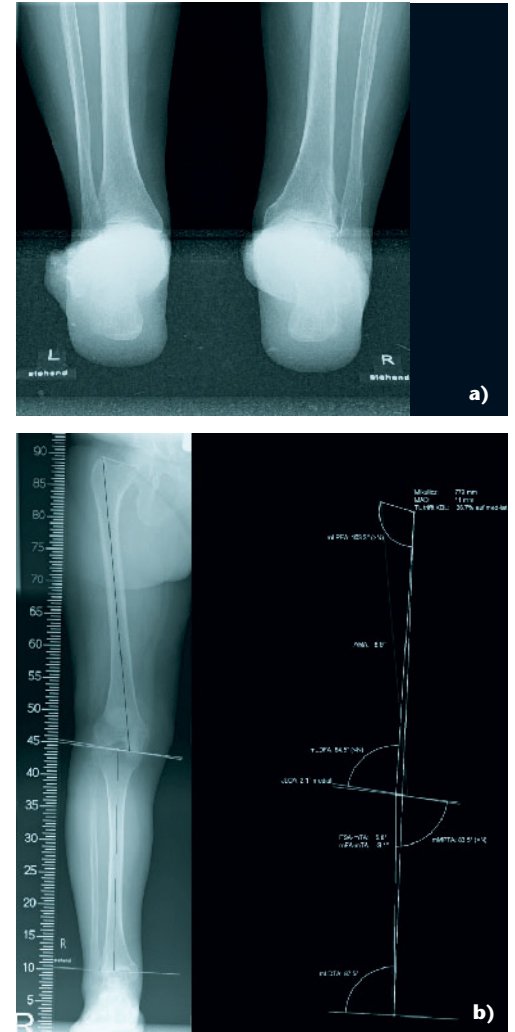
Röntgen – Saltzman-View bds. und Ganzbeinstandaufnahme mit Winkelmaßen; Rückfuß zeigt im Seitenvergleich einen achsgerechten Rückfuß. Mikulicz-Linie und Ganzbeinbelastungslinie sind nahezu deckungsgleich, orthograde distale tibiale Gelenkflächenstellung.
